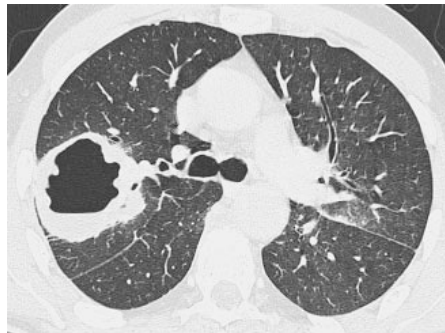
Corte transversal de TAC muestra cavitación en masa en el lóbulo superior derecho.
